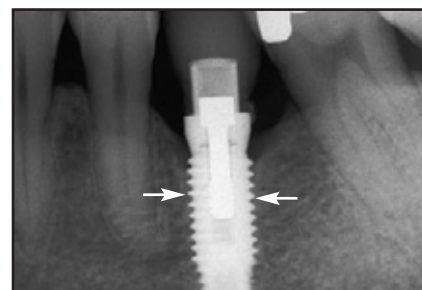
(links) Röntgenbild, das 14 Jahre nach der Restauration des oberen rechten ersten Prämolars gemacht wurde. Es zeigt keinen mesialen und keinen distalen Knochenabbau gegenüber dem ursprünglichen Niveau des (krestalen) Knochens zum Zeitpunkt der Implantatinserktion.
